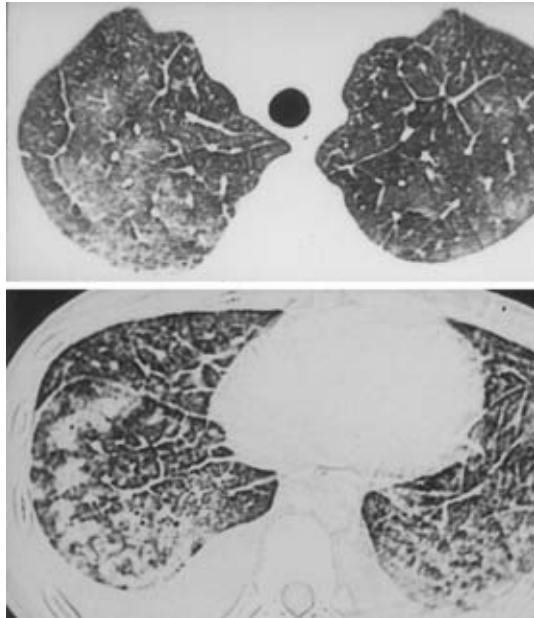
High resolution CT scan from an AEP patient (case 4) showing ground glass opacity and interlobular septal thickening (upper). Conventional CT scan of an AEP patient (case 1) showing interlobular septal thickening, micronodular infiltration with air bronchogram and bilateral pleural effusion (lower).
